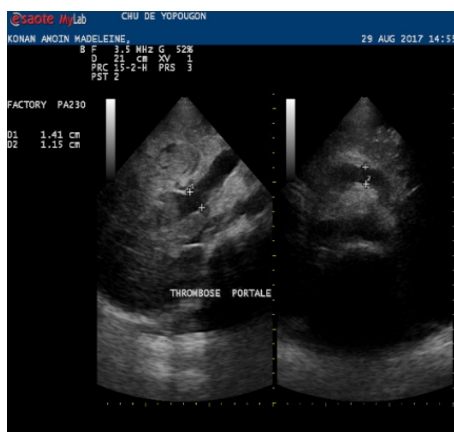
Échographie abdominale, thrombose et dilatation du tronc porte (à gauche). Dilatation de la veine splénique (à droite) / Abdominal ultrasound, thrombosis and dilation of the portal trunk (left). Dilation of the splenic vein (right).
